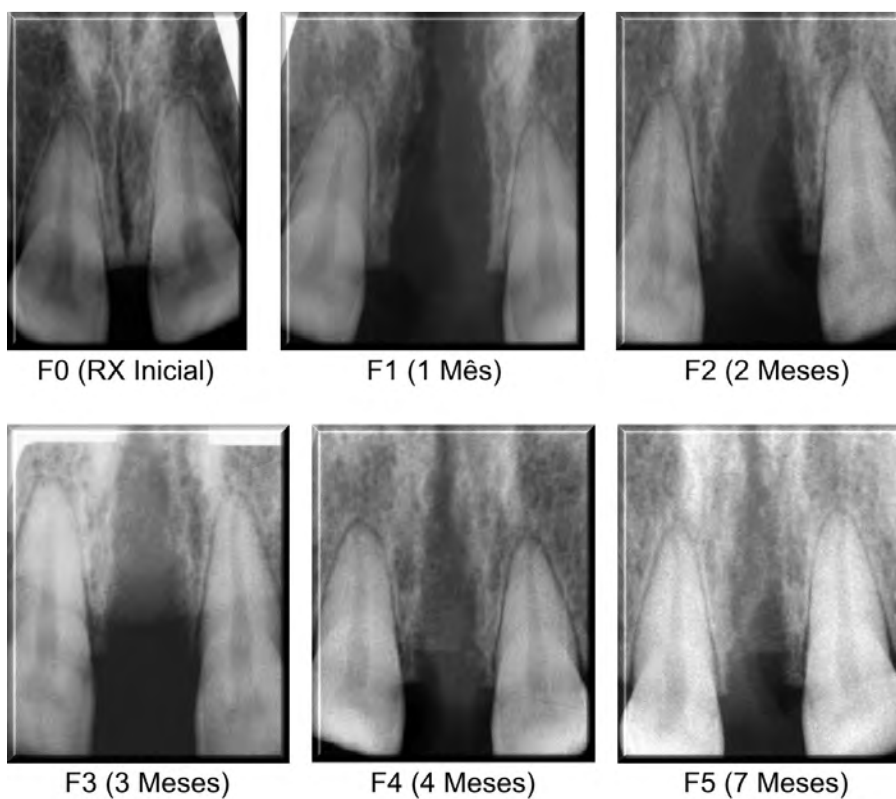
Radiografias digitais da SPM anterior do paciente um, nos tempos medidos no pré-operatório (F0), e um mês (F1), dois meses (F2), três meses (F3), quatro meses (F4) e sete meses (F5) pós-operatório do grupo *laser* mostrando a abertura da SPM e aumento da DO de F1 a F5.
